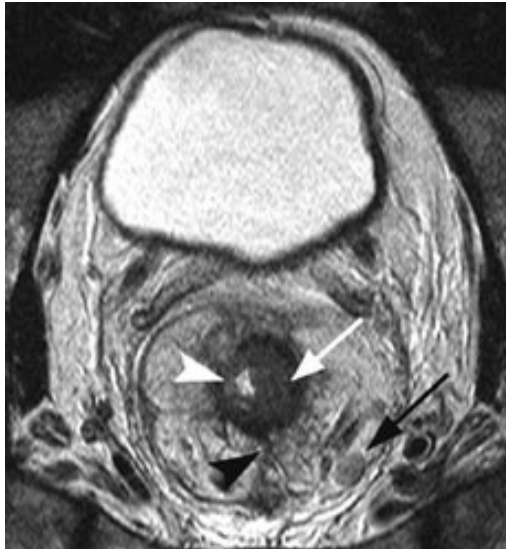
Adénocarcinome rectal non mucineux stade pT3. IRM séquence pondérée T2, plan axial. Épaississement de la paroi rectale en hyposignal plus marqué (flèche blanche) que celui de la sous-muqueuse (tête de flèche blanche). Envahissement du mésorectum (tête de flèche noire) et présence d'un ganglion (flèche noire)
